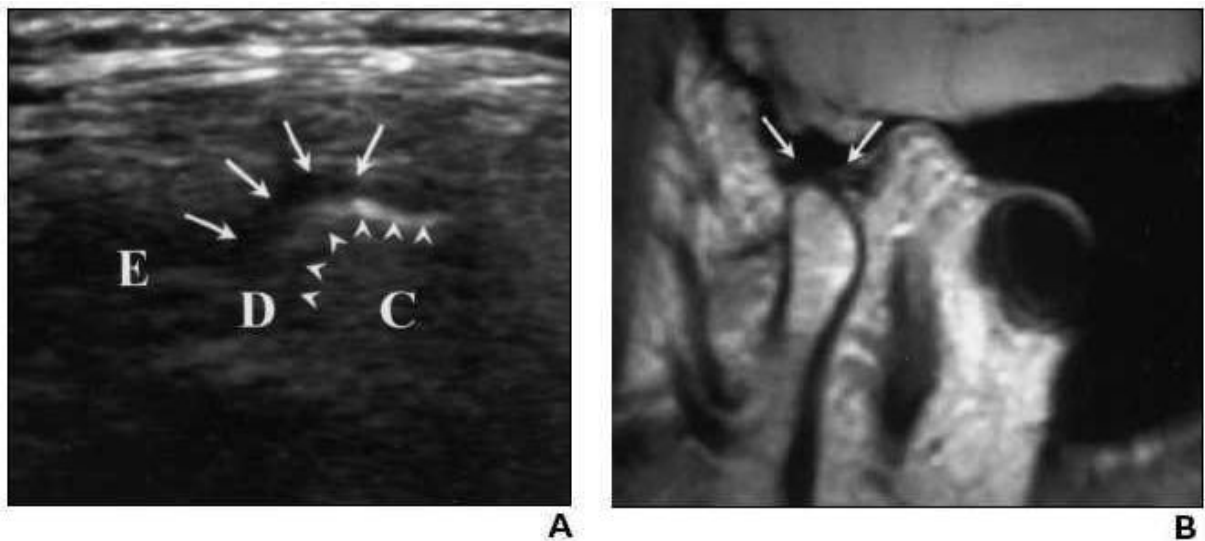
Mesma ATM da figura anterior, com deslocamento do disco com redução, na posição de boca aberta. A) USG em corte longitudinal, mostrando o disco (setas maiores) superiormente ao côndilo (setas menores), B) RM em corte sagital, evidenciando o disco (setas) reduzido, em posição superior ao côndilo (*E* – *eminence* = eminência, *D* – *disc* = disco, *C* - *condyle* = côndilo)
